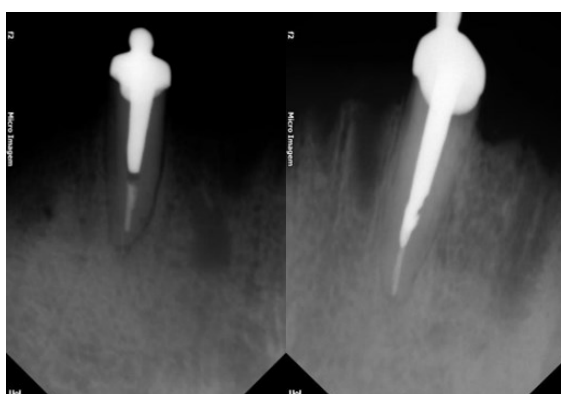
Radiografias de prova dos núcleos.
